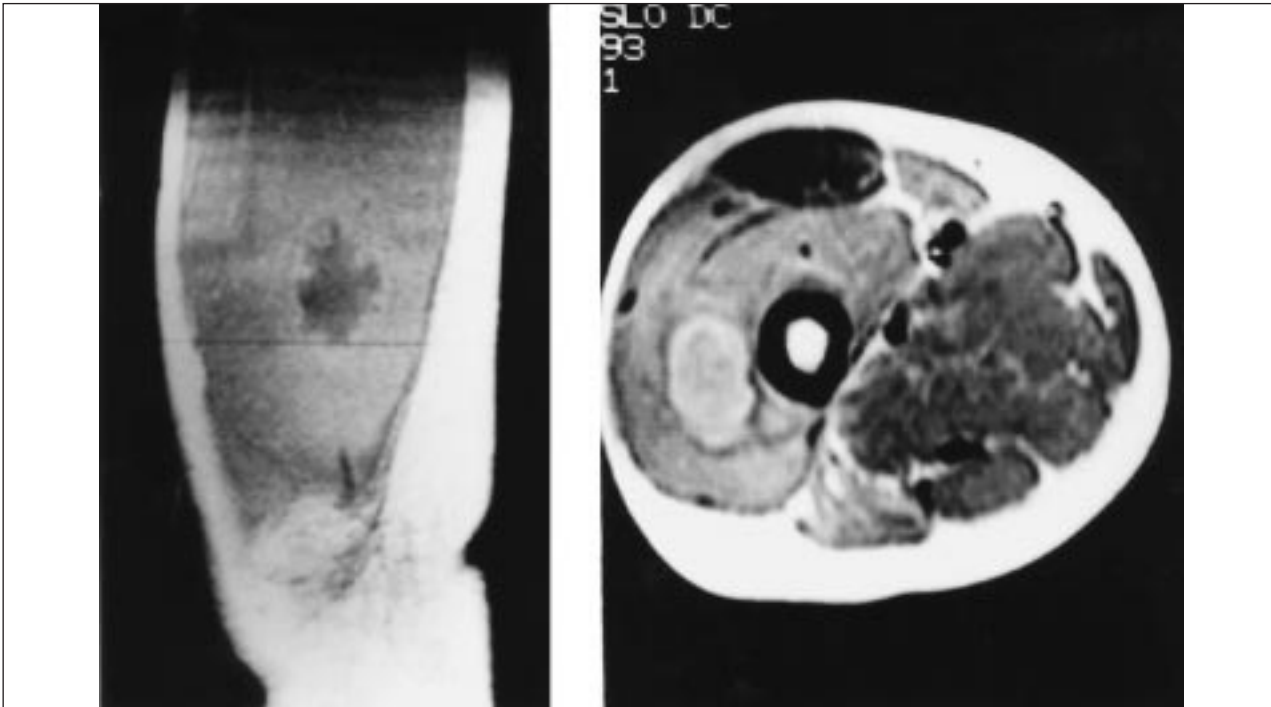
Imagen de absceso (piomiositis) en músculo vasto-externo de pierna derecha. Visualizado en resonancia magnética nuclear (RMN) (corte axial y corte coronal).
